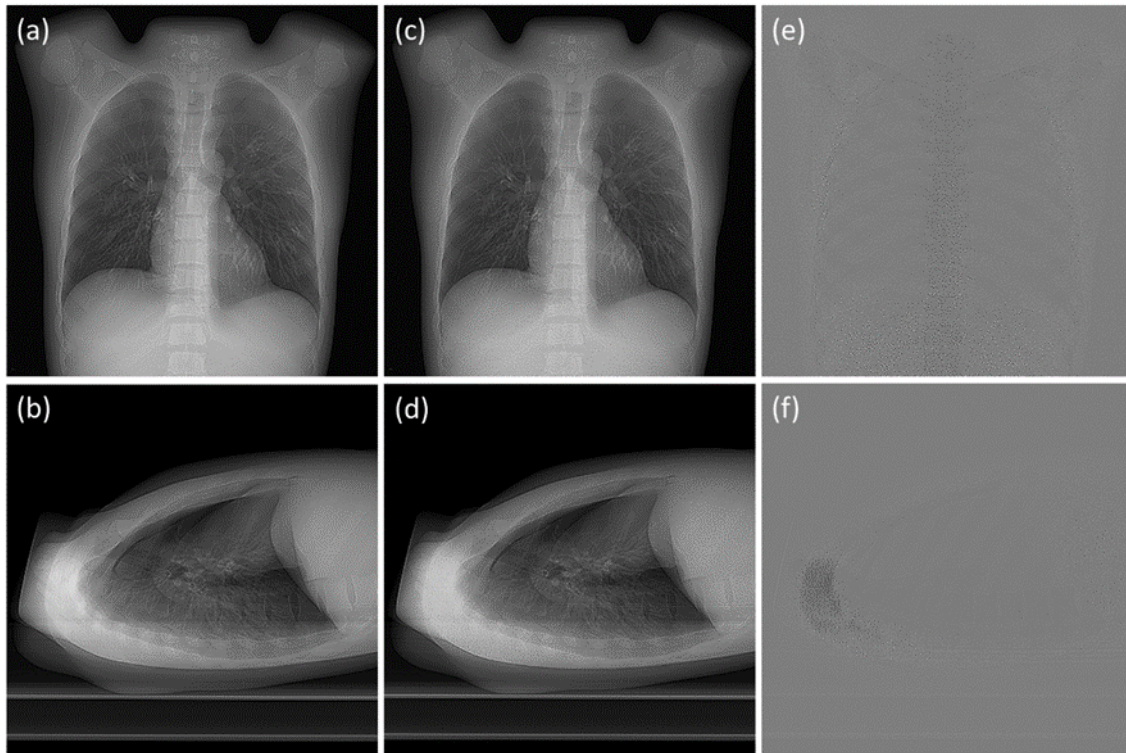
Cu フィルタを用いた胸部 AP および LAT 撮影によって得られた撮影用人体ファントムの CT 位置決め画像 (a, b), Ag フィルタを用いた胸部 AP および LAT 撮影によって得られた CT 位置決め画像 (c, d), Cu フィルタ使用時の画像と Ag フィルタ使用時の画像のサブトラクション画像 (e, f)。Ag フィルタ使用時の画像ノイズは、肺野領域において、Cu フィルタ使用時と同程度である。一方、肩部や肝臓では、Ag フィルタ使用時の画像ノイズは、Cu フィルタ使用時よりも多く認められたが、いずれのランドマークは認識可能である。
